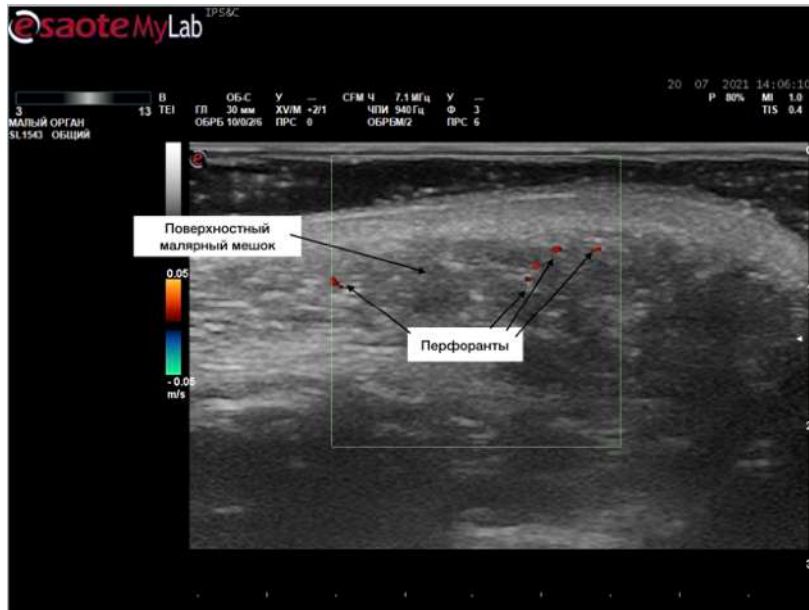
Поперечный УЗИ снимок подглазнично-щечной области - перфорантные сосуды щечной области
